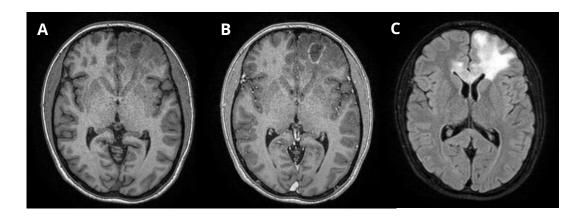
Estudio de RM A. En secuencia ponderada de T1 sin contraste B. Con medio de contraste que muestra una lesión hipodensa, heterogénea, en el lóbulo frontal izquierdo, con edema asociado y que captura el medio de contraste. C: En la secuencia FLAIR, se observa importante edema en el lóbulo frontal izquierdo que se extiende a la cabeza del núcleo caudado y la rodilla del cuerpo calloso. La lesión fue histológicamente diagnosticada como una lesión inflamatoria sospechosa de esclerosis múltiple. Imagen del autor.
